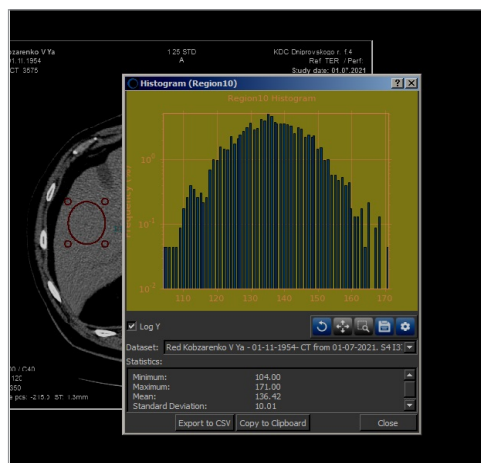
Гистограмма аксиального среза КТ печени больного К. от 01.07.2021 (через 2 месяца)
